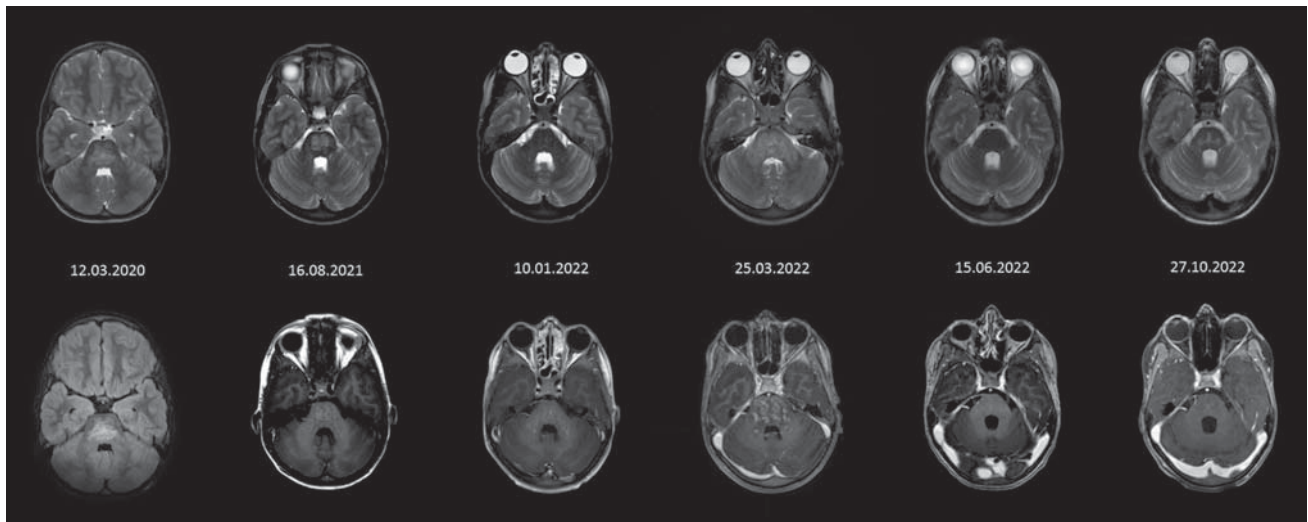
Фрагменты исследований МРТ, полученные в порядке их выполнения и позволяющие наглядно оценить динамику изменений.
